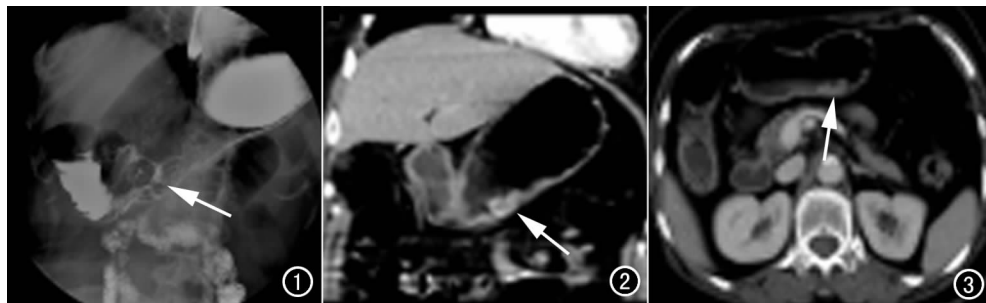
上消化道造影示胃体大弯侧后壁一2.9 cm×3.0 cm大小的含有较小龛影的类圆形充盈缺损,边缘光整,龛影呈三角形,形态不规则。图2 CT示胃体大弯侧胃后壁不规则增厚,强化,其内似可见小龛影。a) 强化后冠状面; b) 轴面。
